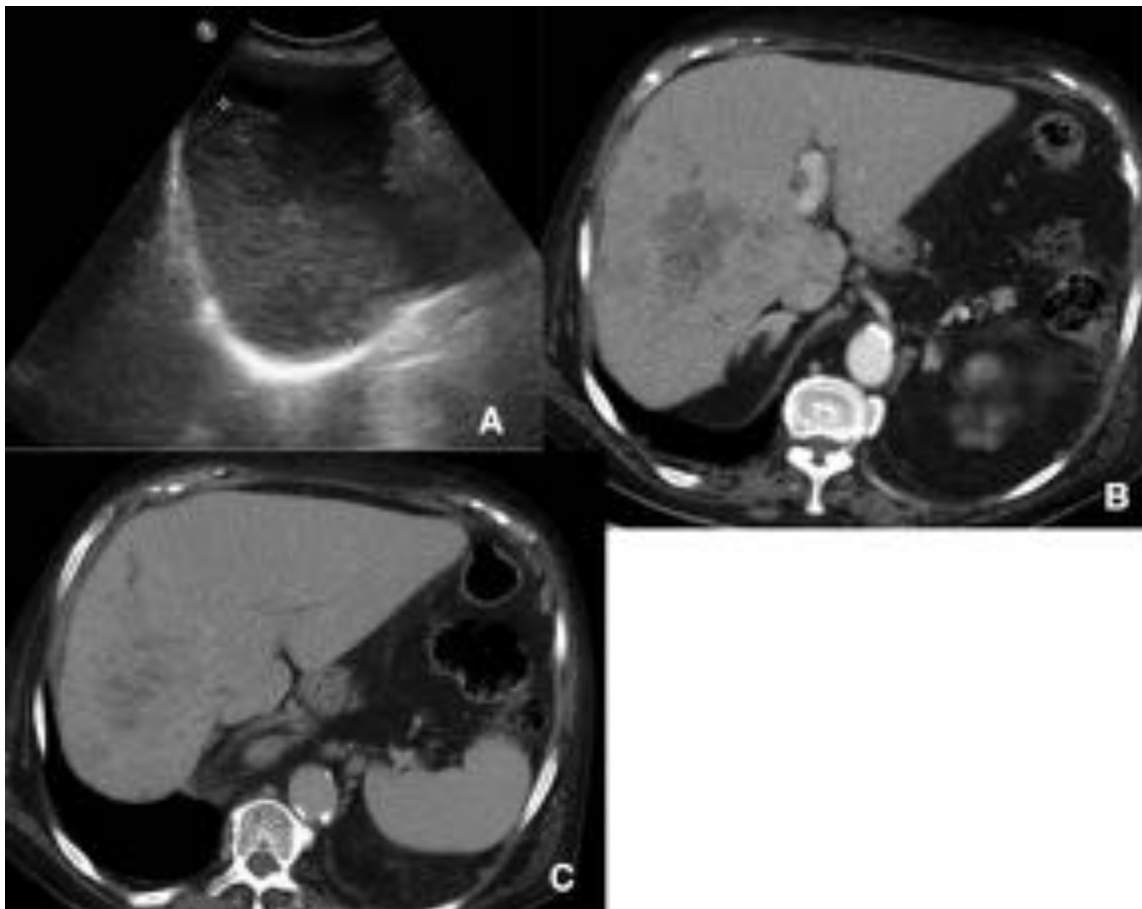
Colangiocarcinoma intrahepático- formador de masa A: Ecografía. Masa hipoecoica mal definida B y C: Masa hipodensa mal definida con hipocaptación, heterogénea y dilatación tortuosa de la vía biliar intrahepático
